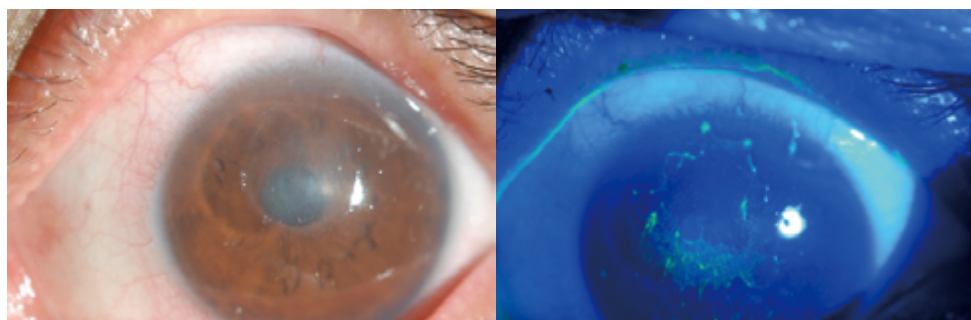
치료 후 세극등 현미경 및 각막단층촬영 소견 : 좌안 최대교정시력은 0.1로 측정됨.
